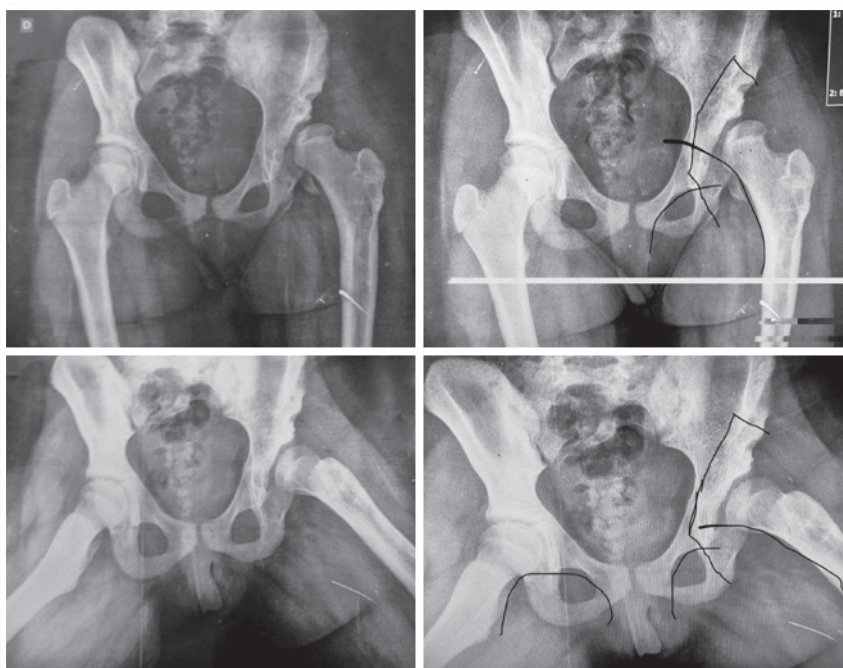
Radiografia pré-operatório evidenciando displasia residual no quadril esquerdo
